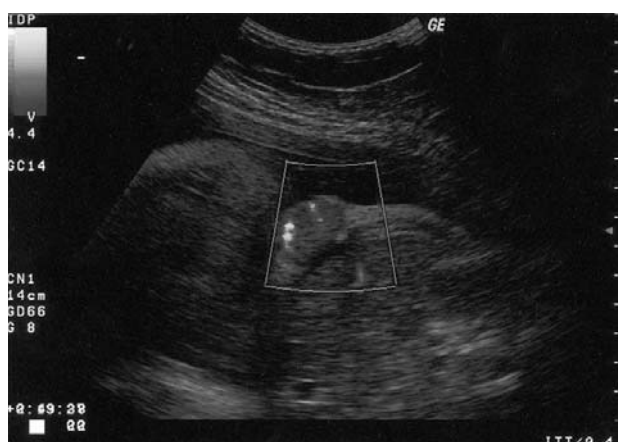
Corte transverso del abdomen fetal complementado con angio-Doppler que permite apreciar los trayectos vasculares en el interior de la masa.
